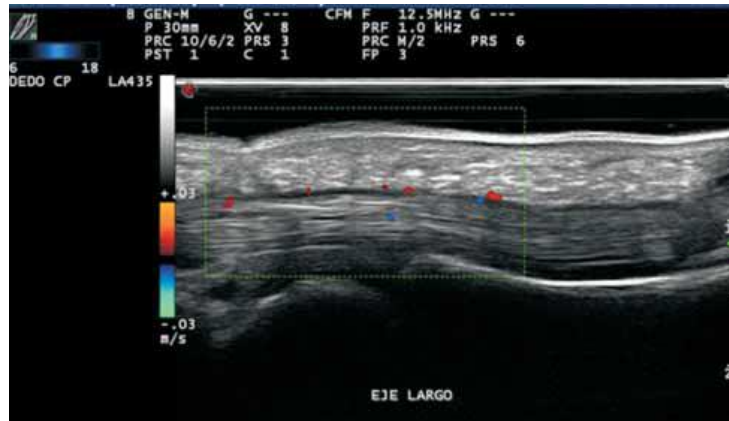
Ultrasonido Doppler de color. Imagen longitudinal del tendón flexor del cuarto dedo a nivel de metacarpofalángica. Se puede consultar a color en versión electrónica en: www.medigraphic.com/rid
